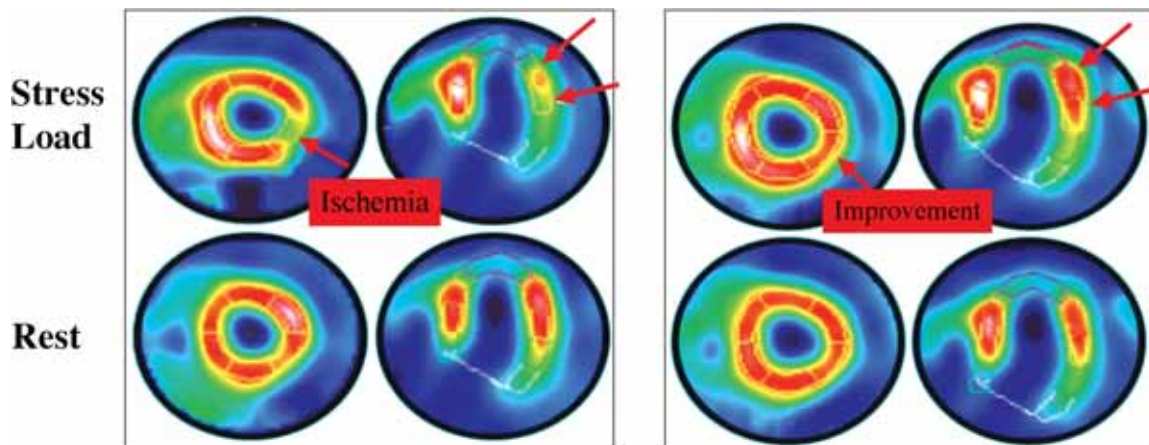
SPECT-sestamibi showing improvement of cardiac ischemia in patients with chronic myocardial infarction by intracardiac injection of bone marrow mononuclear cells.
